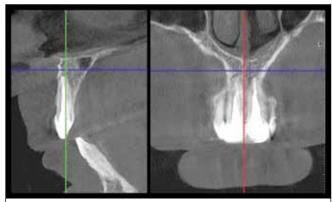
Initial CBCT of the patient: intact buccal cortical plate
